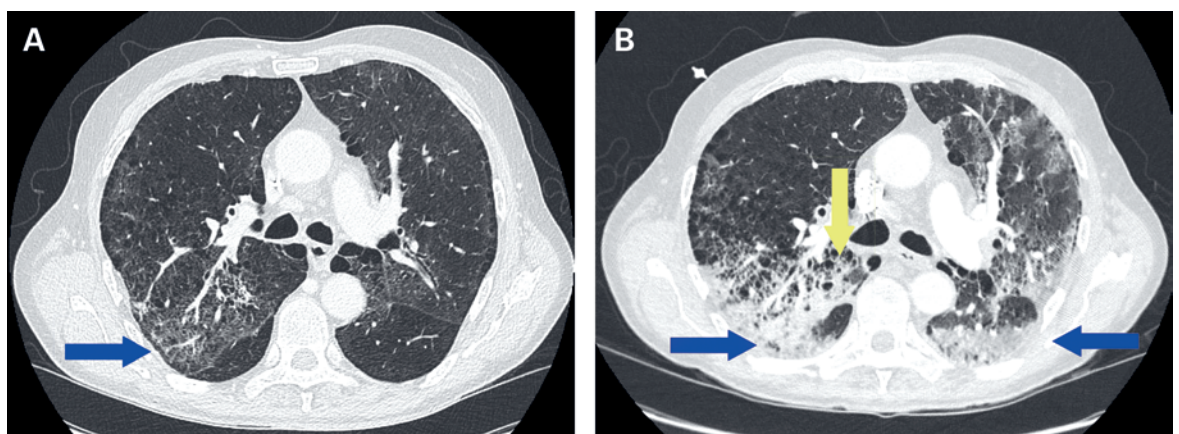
A) Computertomogramm (CT) des Thorax bei der Hospitalisierung (axialer Schnitt auf Höhe T4-5): rechtsseitig-posteriore Milchglasherdd (blauer Pfeil). B) CT an Tag 10 der Hospitalisierung (gleicher Schnitt wie Bild A): mehrere beidseitige, eher posteriore Milchglasherden (blaue Pfeile) mit multiplen zystischen Läsionen (gelber Pfeil).
